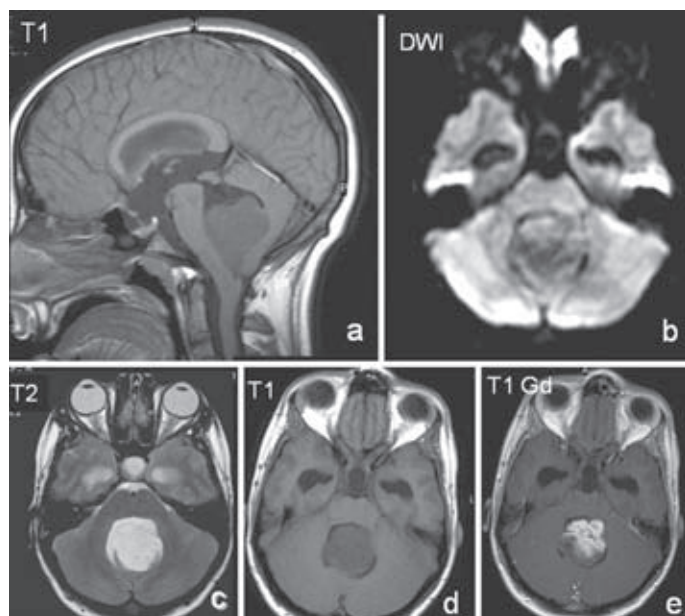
Ependimoma del cuarto ventrículo. Imágenes de RM. A: T1 sagital cerebral sin contraste. B: imagen isotrópica de Diffusion-weighted imaging (DWI) axial cerebral. C: T2 axial cerebral. D: T1 axial cerebral sin contraste. E: T1 axial cerebral con contraste. Lesión intraventricular que ocupa el cuarto ventrículo ligeramente hiperintensa T1 en relación con el LCR, isointensa T2 en relación con el mismo y captante prominente y heterogéneamente tras la administración de contraste, concentrándose en el polo posterior de la lesión la parte del estroma tumoral menos celular con ausencia de captación tras contraste y menor restricción (menor señal) en secuencias DWI.
